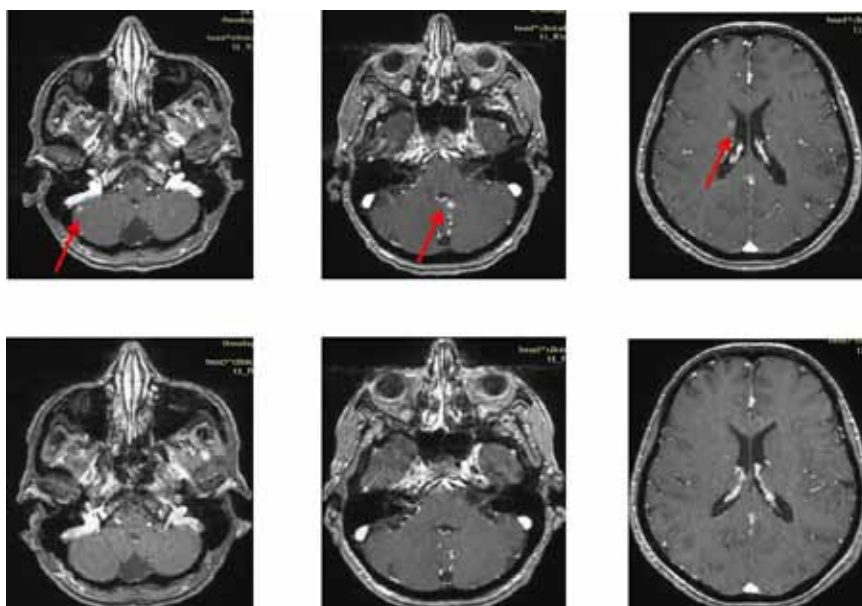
МРТ головного мозга, 4 мес. на фоне терапии
